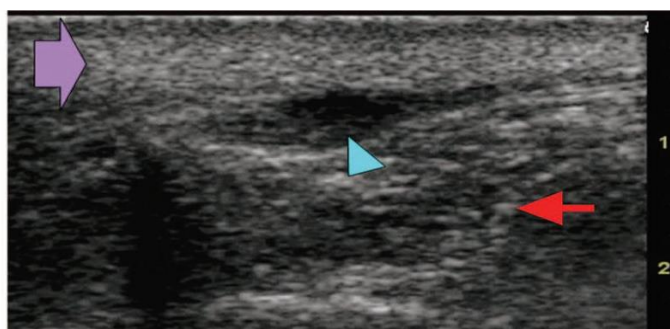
Immagine ultrasonografica specifica di danno tessutale profondo (DTI) nelle ulcere da pressione. La struttura a strati poco chiara (ULS) con una texture ecografica grossolana (freccia viola) è molto frequente nelle ulcere da pressione, mentre una lesione ipoecogena (HEL) (punta della freccia blu), benché ugualmente rilevabile, si sospetta che rifletta una piccola raccolta di liquido, come un sieroma o un ematoma.
